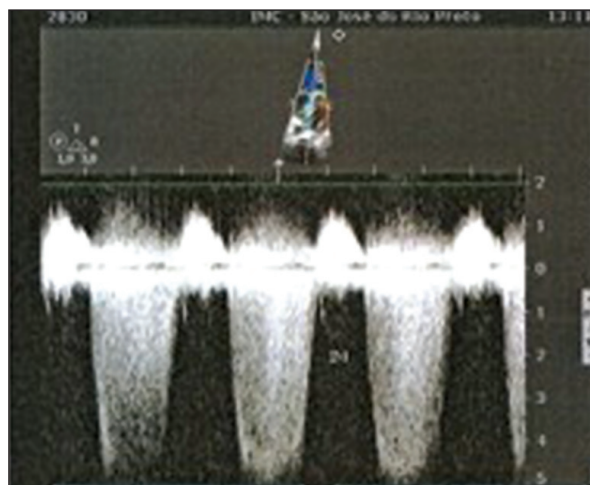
Ecocardiograma mostrando insuficiência mitral importante.
